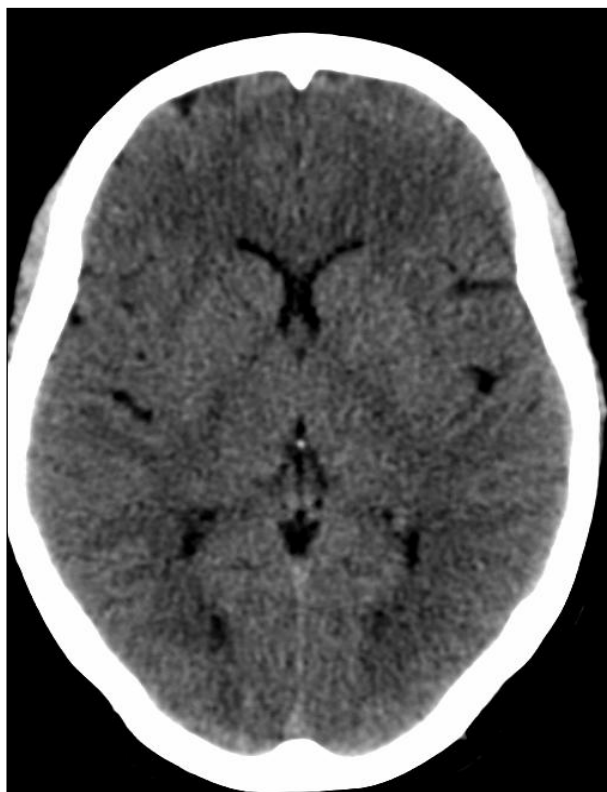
Imagen de estudio de TC convencional, ventana de parénquima.
